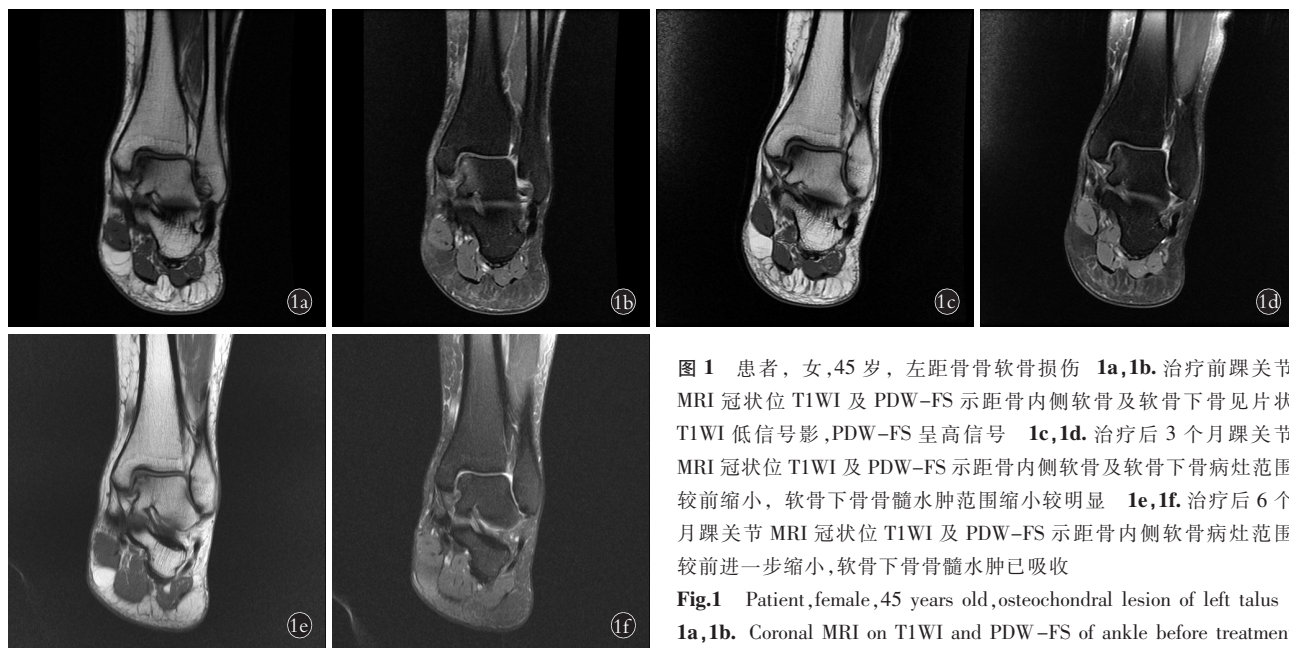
患者,女,45 岁,左距骨骨软骨损伤 1a,1b。治疗前踝关节 MRI 冠状位 T1WI 及 PDW-FS 示距骨内侧软骨及软骨下骨见片状 T1WI 低信号影,PDW-FS 呈高信号 1c,1d。治疗后 3 个月踝关节 MRI 冠状位 T1WI 及 PDW-FS 示距骨内侧软骨及软骨下骨病灶范围较前缩小,软骨下骨骨髓水肿范围缩小较明显 1e,1f。治疗后 6 个月踝关节 MRI 冠状位 T1WI 及 PDW-FS 示距骨内侧软骨病灶范围较前进一步缩小,软骨下骨骨髓水肿已吸收
